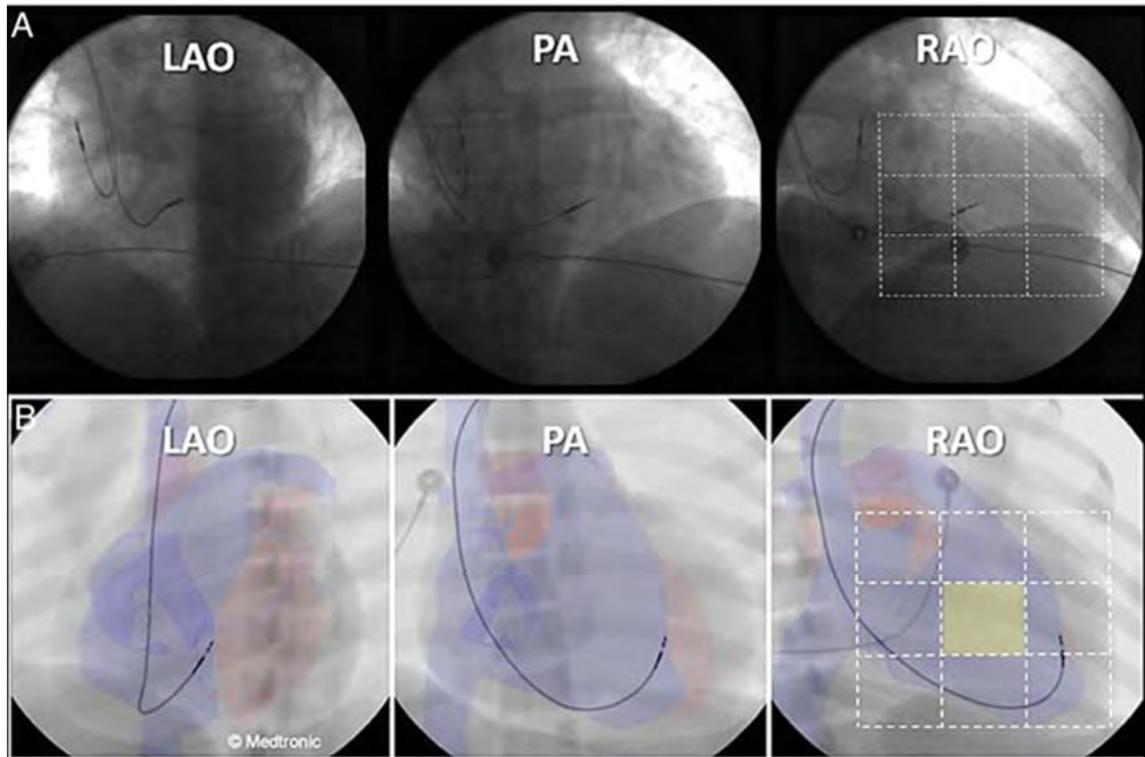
A. En esta figura se muestran los puntos de referencia radiológicos para el implante medio-septal del electrodo de VD. La proyección OAD pareció ser la más útil para evitar el implante en la pared anterior del VD ya que una posición anterior del cable se correspondería con la ubicación en pared anterior, mientras que la situación más central en la pantalla definiría la ubicación medio septal. Si dividimos la silueta cardiaca en tercios en la posición OAD desde el borde externo del corazón hasta la columna vertebral, la posición ideal del electrodo se alcanzaría cuando la punta del electrodo se localiza en el sector central del tercio distal, lo cual correspondería con el centro de la silueta cardiaca. De Burri H, y cols³⁰. B. Imágenes de un simulador de implante de marcapasos en el que las imágenes fueron obtenidas de TAC de pacientes. Reproducido de Medtronic International.
